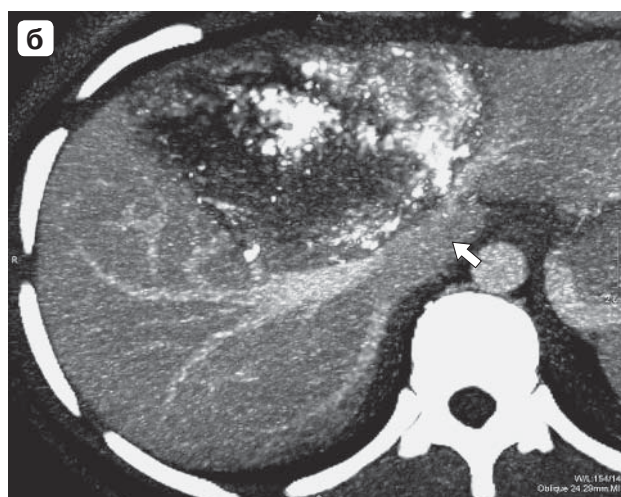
Гипотермическая аутотрансплантация печени в варианте *ex situ ex vivo* (экстракорпоральная резекция печени): а – компьютерная томограмма, инвазия правой печеночной артерии (стрелка); б – компьютерная томограмма, инвазия всех печеночных вен (стрелка); в – экстракорпоральная мобилизация структур ворот печени; г – аутотрансплантация правого латерального сектора, формирование гепатикокавального анастомоза (стрелка).
